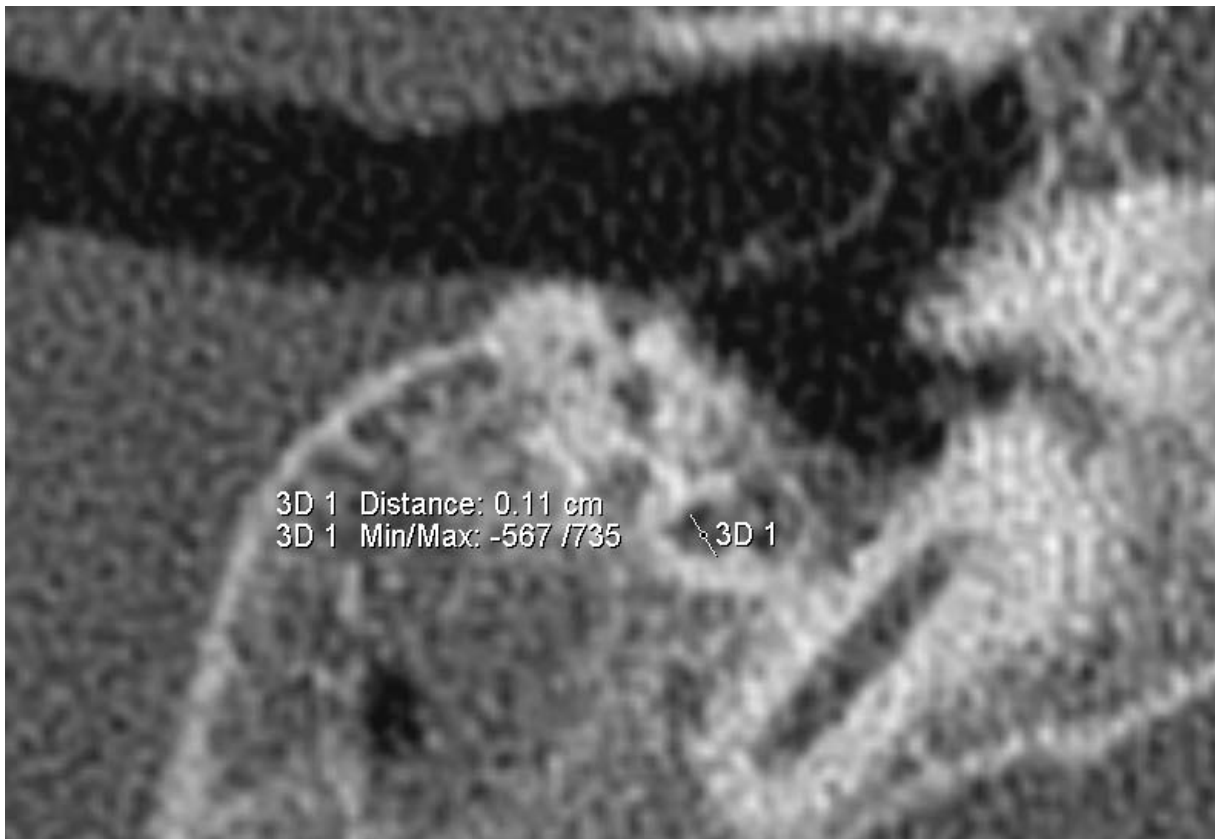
Messung des Durchmessers des Canalis facialis im Bereich des Mastoids {3D 1} [CT_CFM_re] mit Tool ‚2D Distance‘
